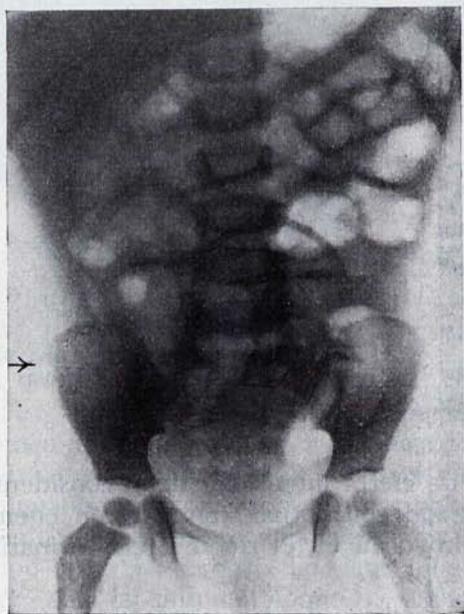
F. S., de 2 años. Enfermo del Dr. CARBONELL-JUANICO. Radiografía directa del abdomen: aumento del espacio en la pared lateral del abdomen en el lado derecho. Ausencia de imagen cecal. Gas en ascendente que está espasmodizado. Meteorismo acusado en el intestino delgado. Presencia de un coprolito. Diagnóstico: apendicitis perforada (Dr. VILARDELL). Comprobación operatoria (Dr. PI FIGUERAS).
